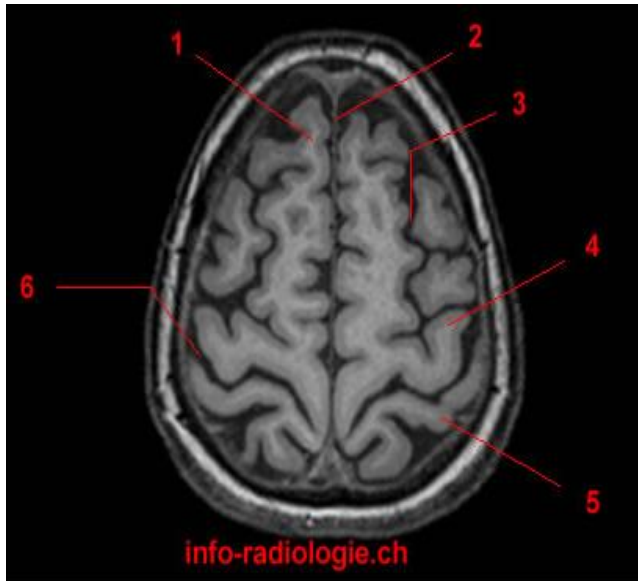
Anatomie IRM du cerveau, coupe axiale, T1.1, Gyrus frontal supérieur. 2, Fissure longitudinale. 3, Sillon frontal supérieur. 4, Gyrus pré-central. 5, Gyrus post-central. 6, Sillon central.
